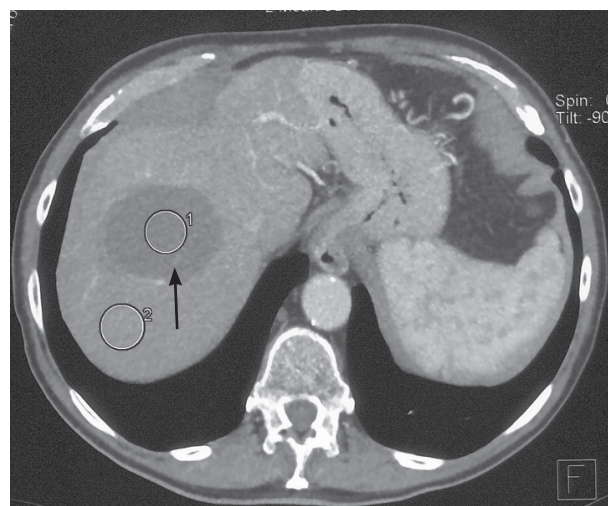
CT hépatique d'un patient de 77 ans souffrant d'une cirrhose HCV compliquée d'un hépatocarcinome de 4 cm. Vu l'âge, cette lésion a été détruite par radiofréquence (flèche). Le patient est actuellement en vie, sans récurrence, à 4 ans de son traitement.
